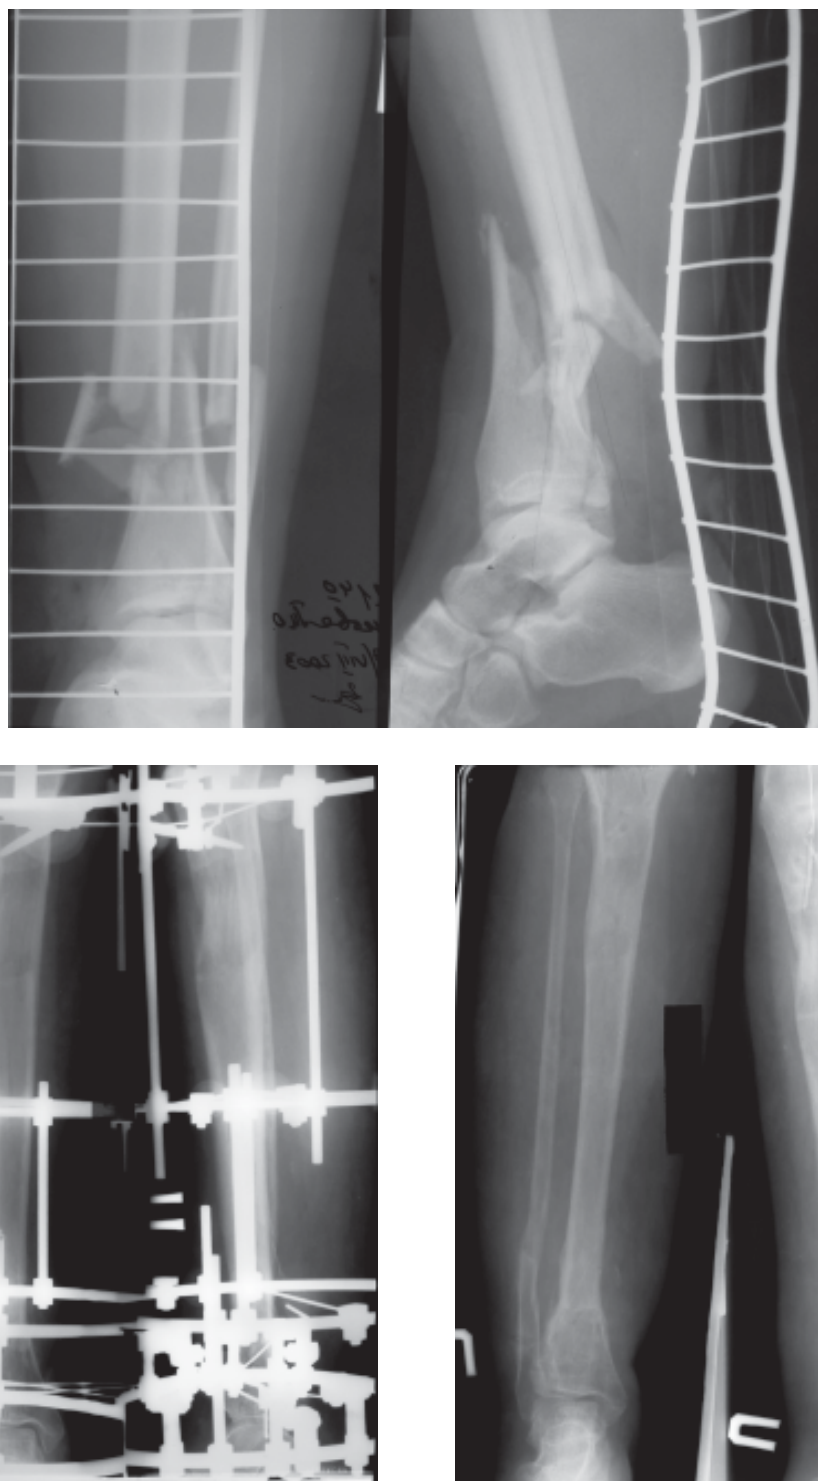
Рентгенограммы больной Ч. в процессе лечения.
